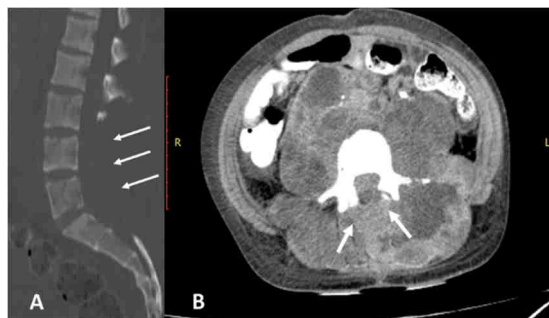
Tomografía computarizada corte sagital en línea media, observe la ausencia de láminas de L3 a S1 (flechas) (A y B) y la alineación con estabilidad de los cuerpos vertebrales (A).
